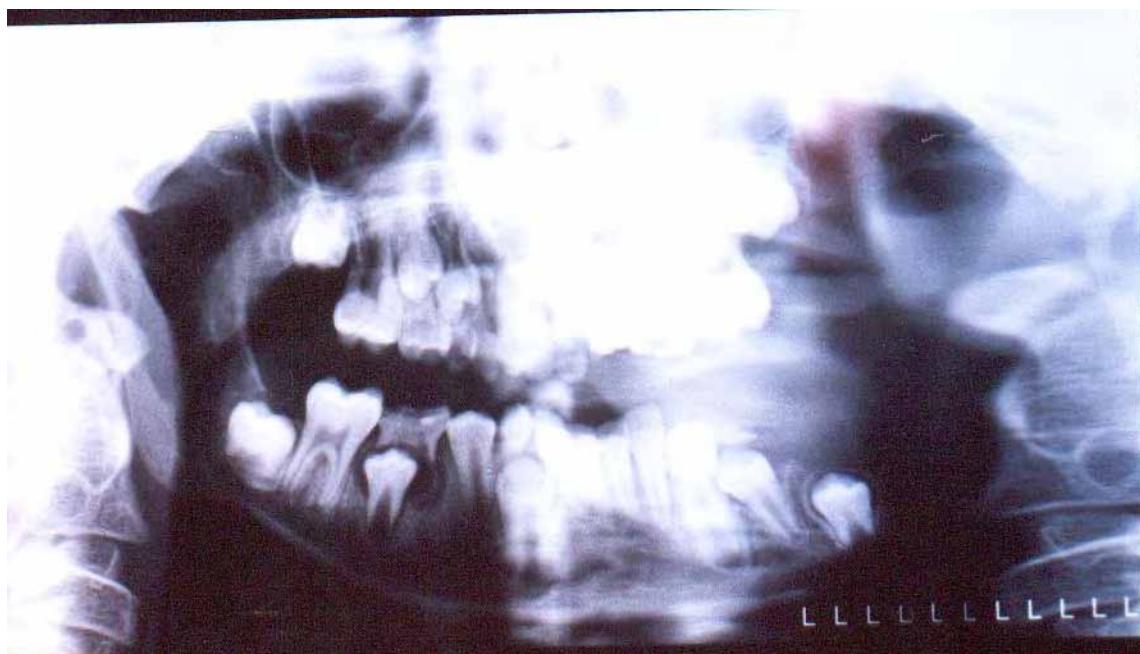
Cas n° 4 : Aspect radiographique après résection mandibulaire
